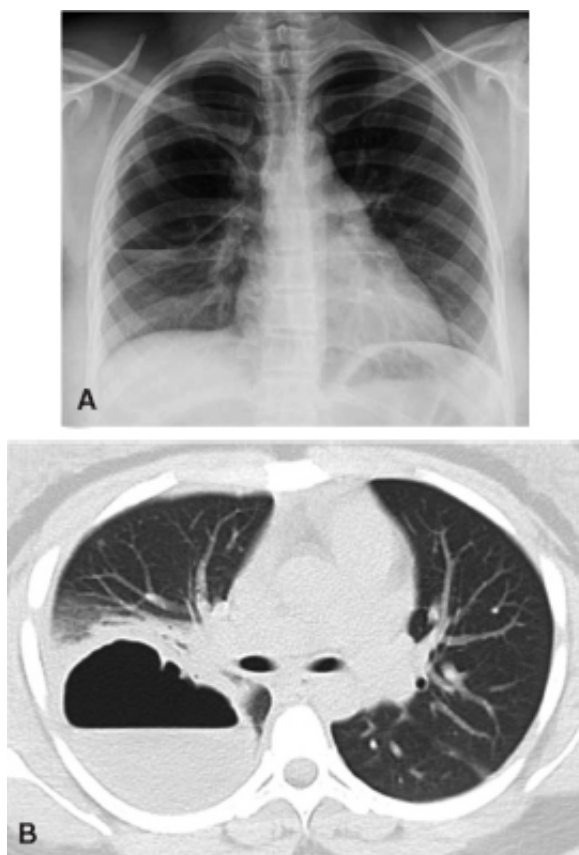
Abscesso pulmonar. A. Radiografia simples de tórax revela a formação cavitária com nível líquido. B. TC mostra cavidade de paredes finas e nível líquido.
